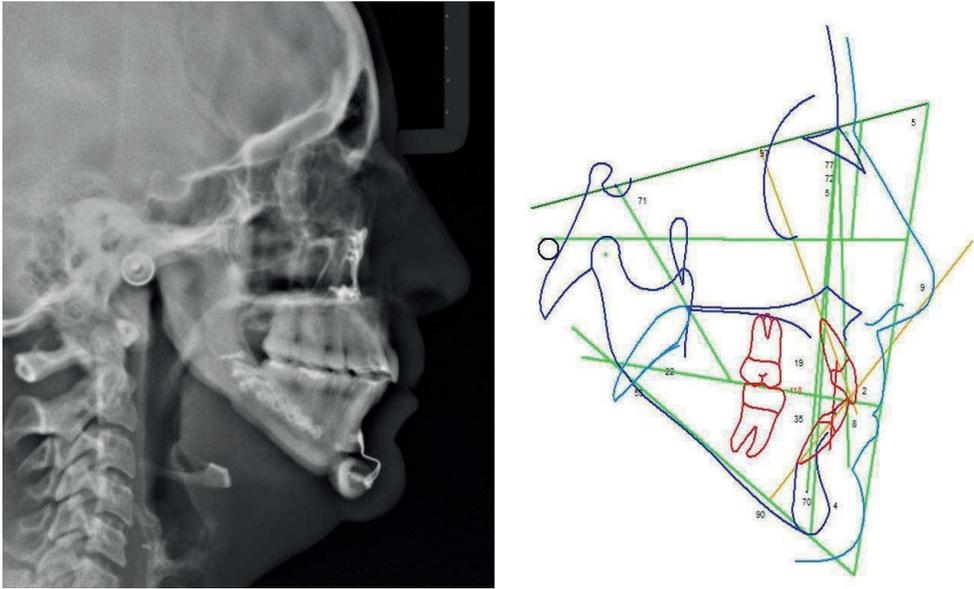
Telerradiografia de perfil e traçado cefalométrico final
